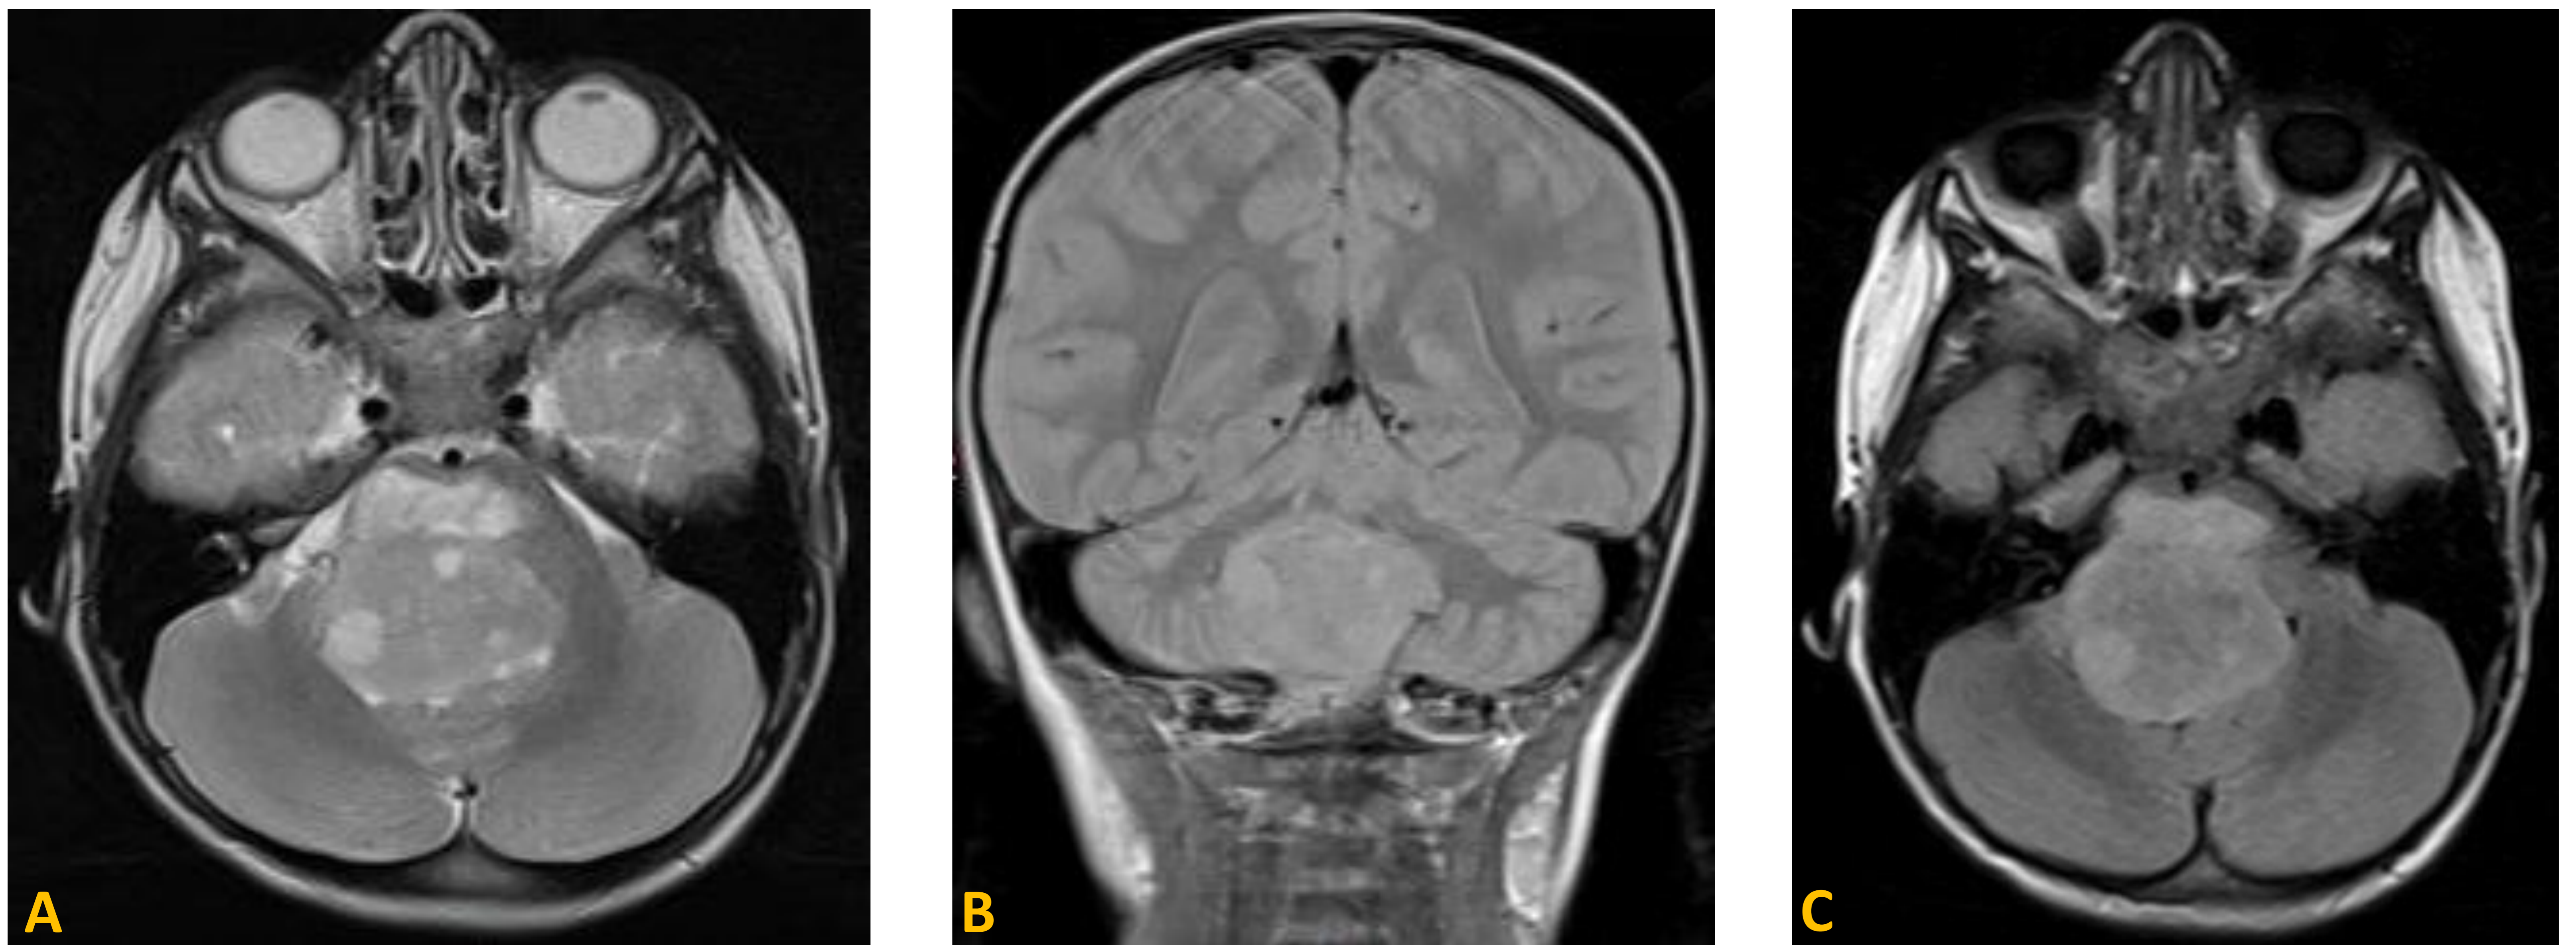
Secuencias DP en planos axial (A) y coronal (B). Secuencia FLAIR en plano axial (C). Masa bulbo-protuberancial con componente exofítico dorsal, extensión craneal al pedúnculo cerebeloso derecho y caudal a la unión bulbo-medular. Está provocando hidrocefalia supratentorial. Es las secuencias potenciadas en T2 DP y FLAIR se muestra moderadamente hiperintensa con respecto a la sustancia gris y presenta áreas internas de mayor intensidad de señal por componente quístico.
